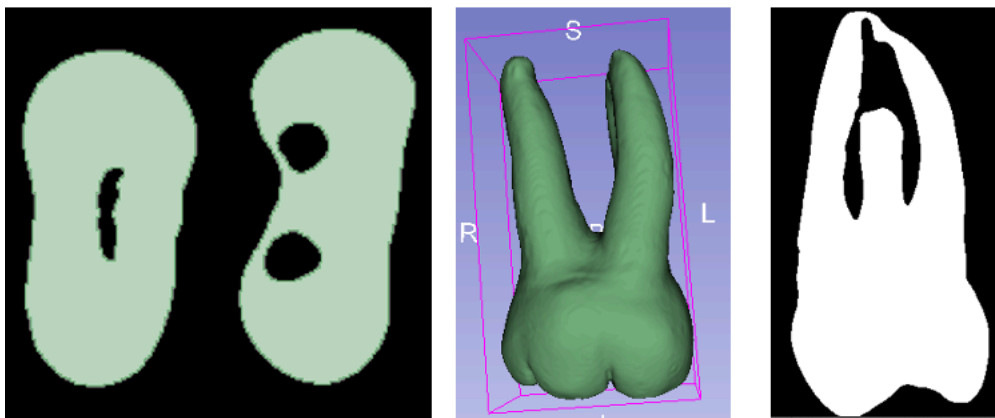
Imágenes procesadas del CBCT de la réplica instrumentada. A) Corte axial B) Reconstrucción 3D C) Corte sagital*
